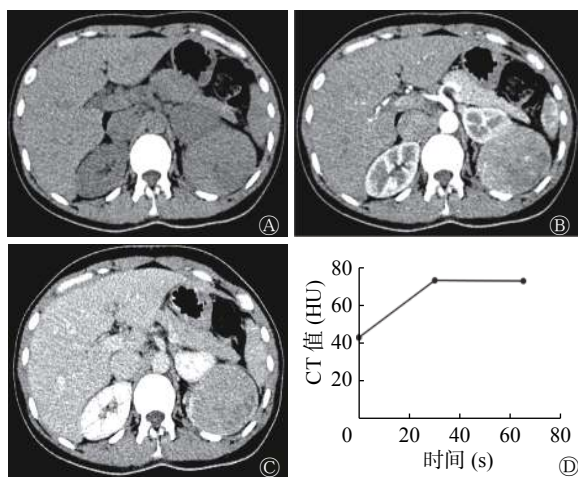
肾 EAML 患者(女性, 38 岁)左肾 CT 图 图中, A: 横断面 CT 示左肾肿瘤呈等密度, CT 值为 43.3 HU, 肉眼未见脂肪密度影; B: 皮质期横断面增强 CT, CT 值为 73.4 HU, 邻近肾皮质的 CT 值为 139.0 HU, 肿瘤皮质期强化较轻微, 强化比值为 0.53, 瘤内见坏死灶; C: 髓质期横断面增强 CT, CT 值为 73.0 HU; D: 时间-密度曲线图示病灶呈“快进慢出”强化模式。EAML: 上皮样血管平滑肌脂肪瘤; CT: 计算机断层摄影术
